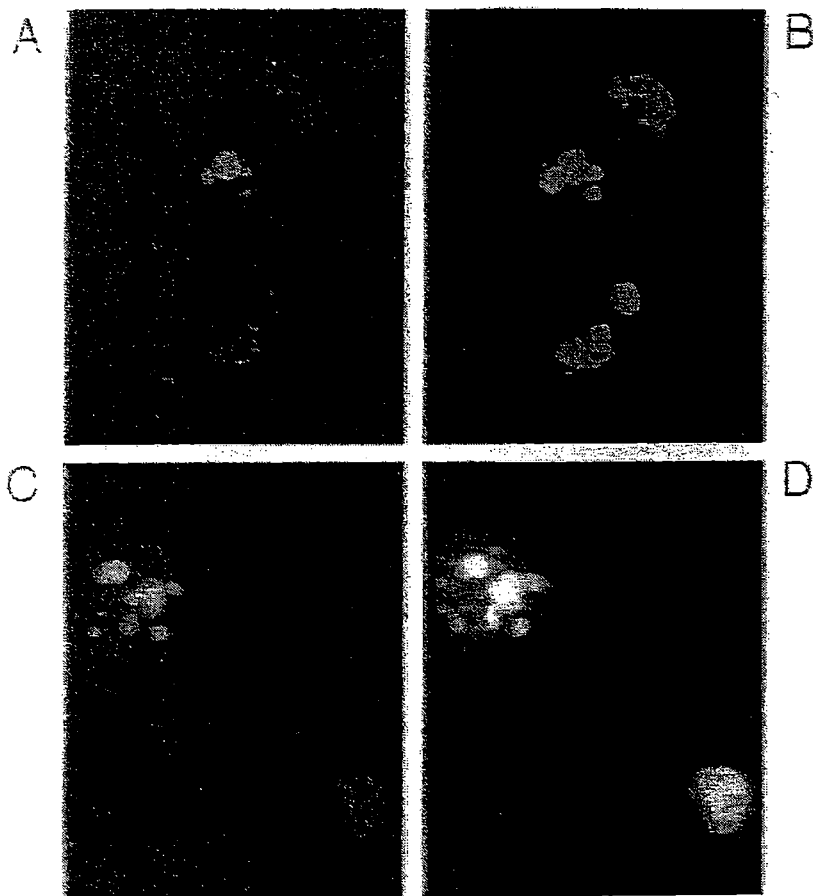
SC1K (A,B) とBalb/3T3 (C,D) におけるX線誘発アポトーシスの顕微鏡像。B,DはPI染色で、DNAが染まっている。丸い核や分葉化した核がみられる。A,CはTUNEL法でアポトーシス核のみ染まっている。アポトーシス核は分葉核であることがわかる。
